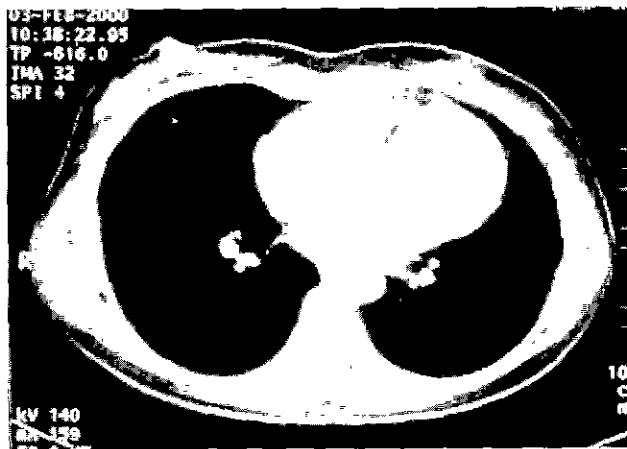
Computed tomogram of the chest shows a huge left atrial aneurysm surrounding and compressing the left ventricle.
